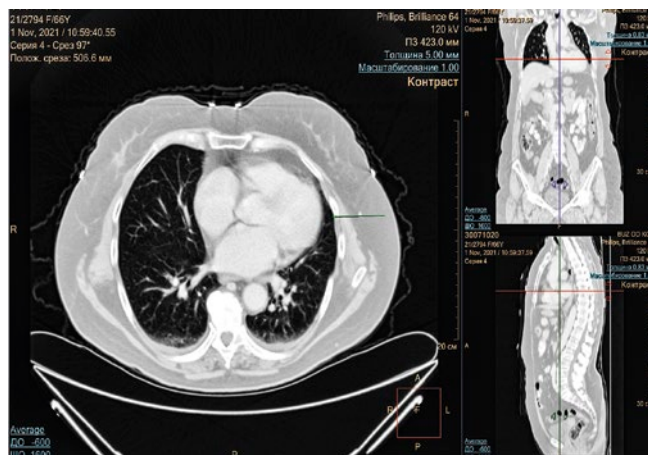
Пациентка 3., 1955 г.р. МСКТ ОГК (ноябрь 2021 года): нетаргетные очаги – множественные очаги в легких перестали определяться.
